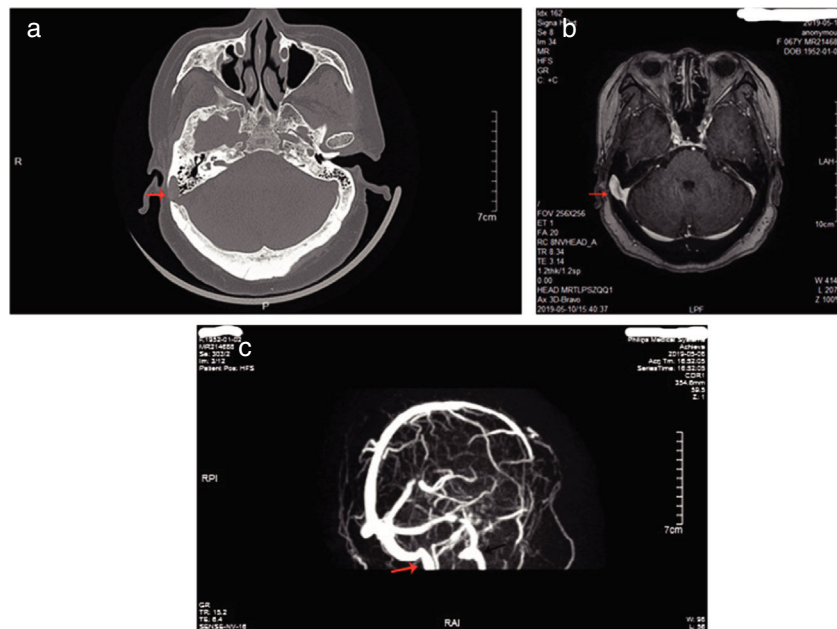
A tomografia computadorizada 3D do osso temporal revelou um divertículo intramastoide originário do seio sigmoide direito (a, seta vermelha). A ressonância magnética com contraste do cérebro revelou divertículo intramastoide do seio sigmoide direito (b, seta vermelha). A venografia por ressonância magnética revelou expansão do seio sigmoide, seio transversal e veia jugular interna no lado direito em comparação ao lado esquerdo (c, a seta vermelha mostra a veia jugular interna direita, a seta preta mostra a interna veia jugular esquerda).
